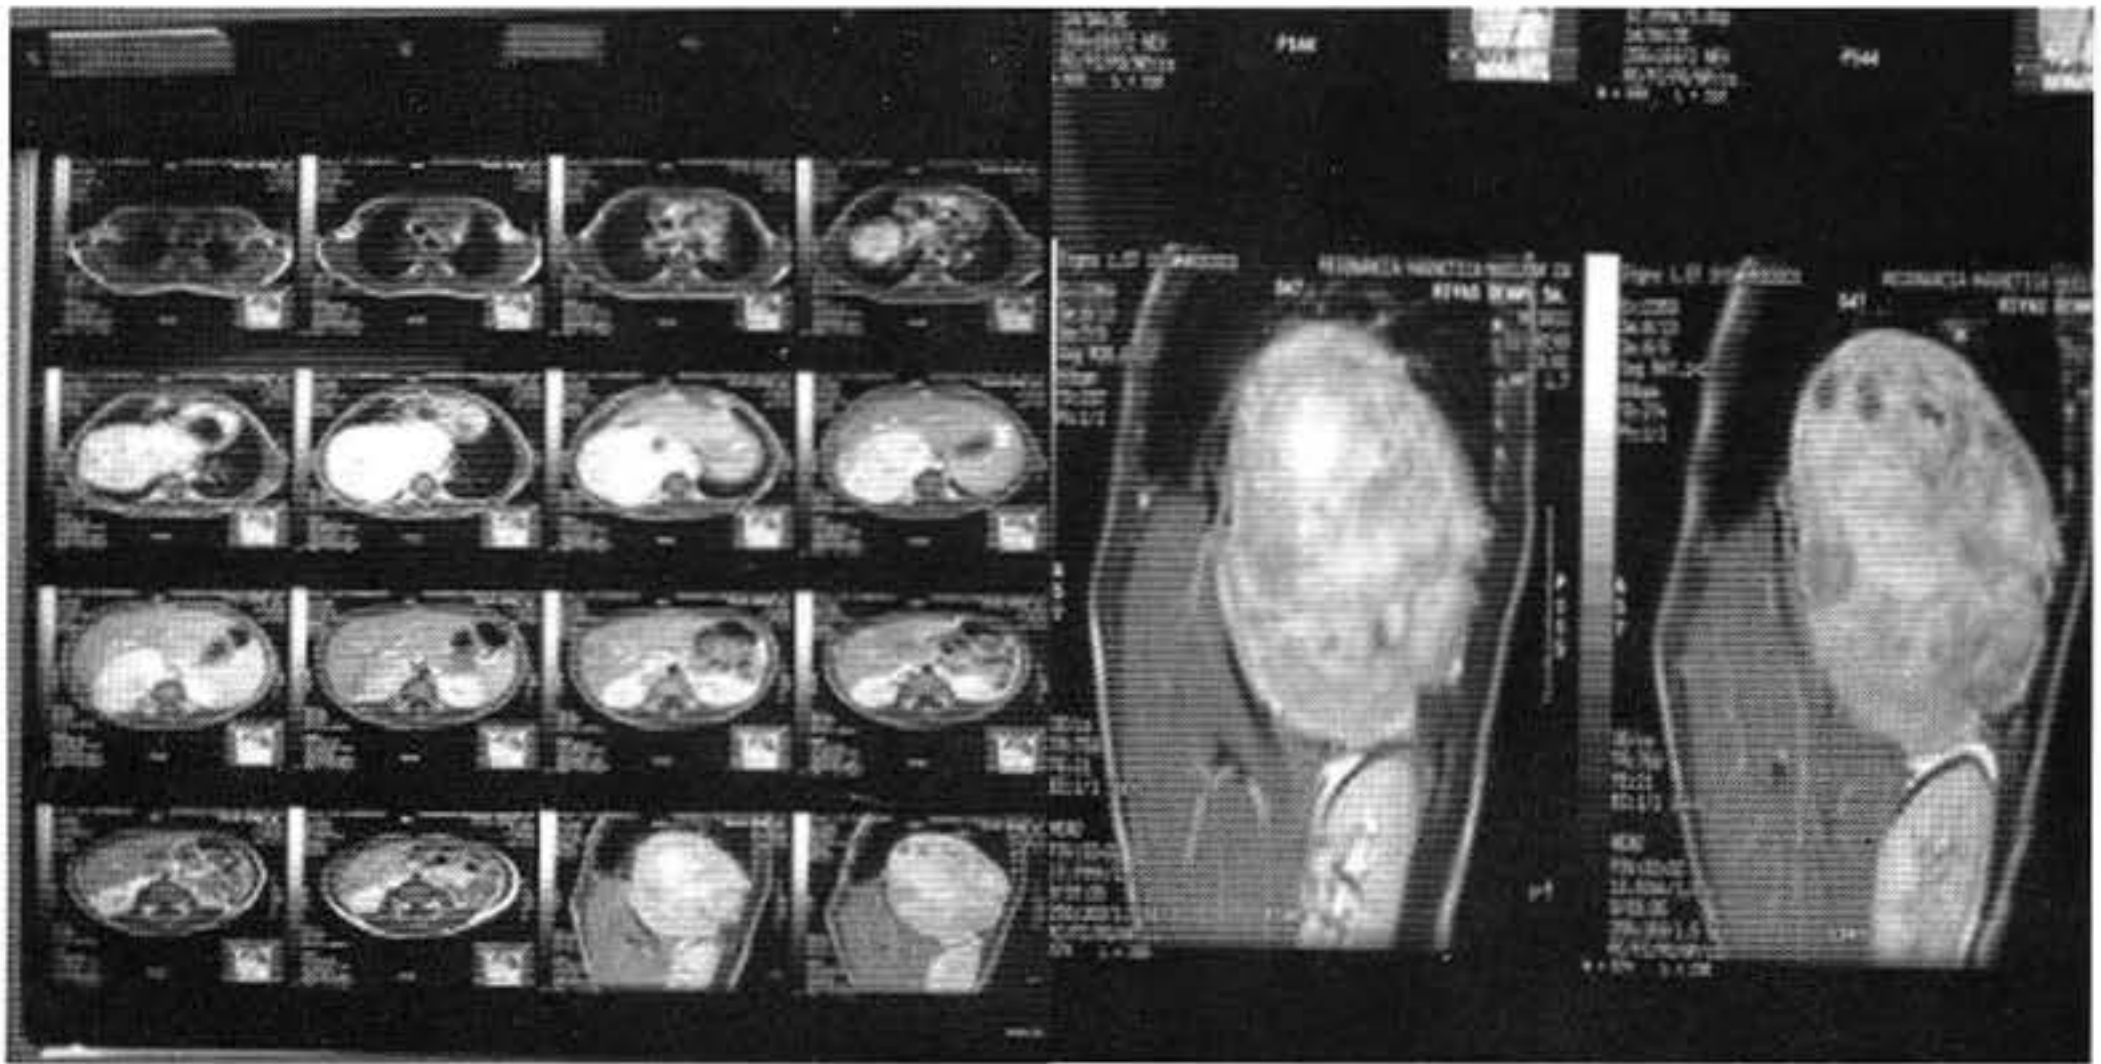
RMN y TAC de Cavidad Toracoabdominal 16/01/04: Extensa masa de aspecto tumoral localizada en el mediastino posterior, lado derecho de aproximadamente 11,6x11,7x9,7cm, de límites muy precisos, demostrando múltiples cavidades quísticas y/o necróticas en su interior, que producen compresión extrínseca del pulmón derecho y de cavidades cardíacas derechas que deprime de forma importante la cúpula diafragmática, hígado, riñón derecho y suprarrenal del mismo lado. Se aprecian múltiples bandas de aspecto atelectásico en base pulmonar derecha. No se observaron adenomegalias hiliares ni mediastinales.
